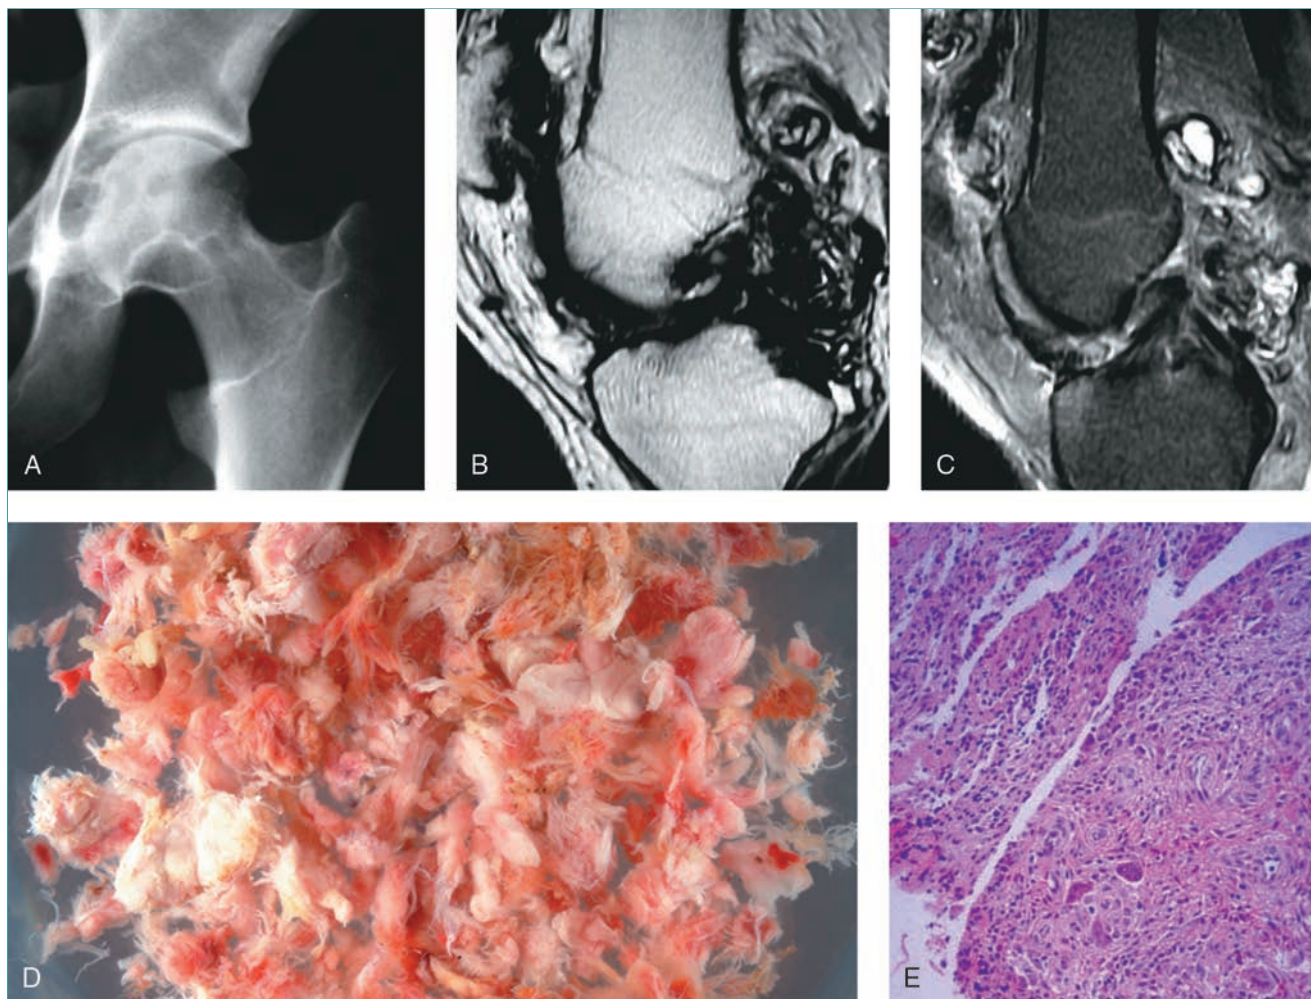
Varios ejemplos de sinovitis vellonodular pigmentada. A, Una radiografía anteroposterior de la cadera izquierda de un paciente con sinovitis vellonodular pigmentada avanzada presenta lesiones osteolíticas con bordes escleróticos en ambos lados de la articulación. Las imágenes sagitales de RM en T1 (B) y en T2 (C) de la rodilla muestran una afectación extensa en la región posterior de la rodilla. La lesión es intraarticular y extraarticular. Se observa hipointensidad en ambas imágenes como consecuencia de los depósitos de hemosiderina en el interior de la sinovial. D, Imagen macroscópica de las ramificaciones rojizas-marrones de sinovial observadas en la sinovitis vellonodular pigmentada. E, La imagen microscópica revela un infiltrado celular en el interior de la sinovial con células gigantes multinucleadas y hemosiderina tenue (hematoxilina y eosina). Las células estromales mononucleares redondas son la clave para el diagnóstico.
